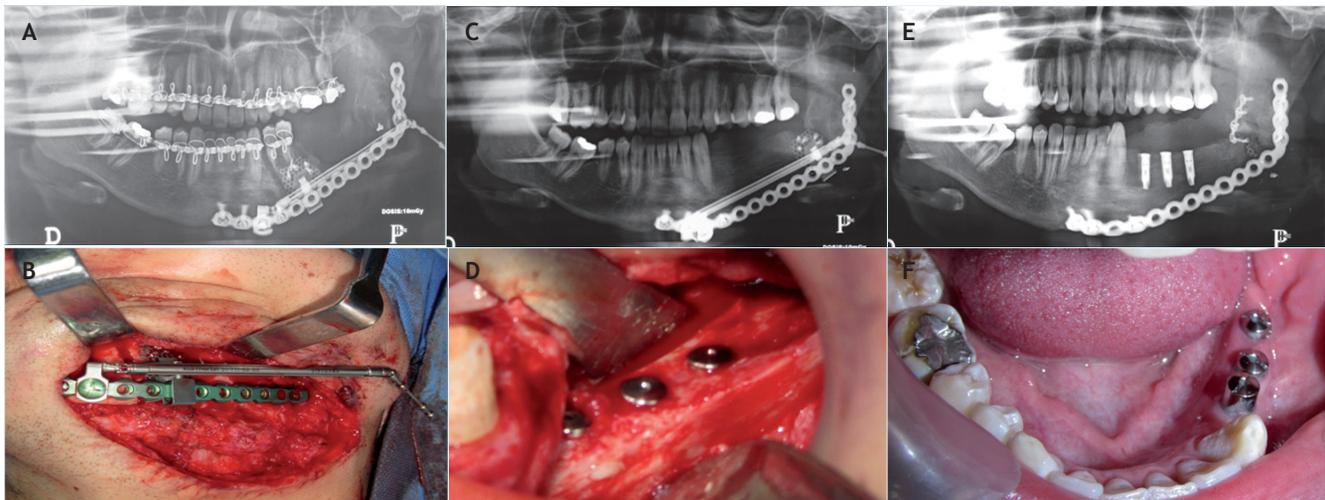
TOM. Paciente masculino de 19 años de edad con antecedente de trauma facial en combate, HPAF de alta velocidad en región mandibular izquierda. Fig. 3A. Radiografía postoperatorio inmediato de colocación de distractor para TOM, disco de transporte dientes 34 y 35. Fig. 3B. Fotografía intraoperatoria, colocación de distractor mandibular de 60 mm. Fig. 3C. Radiografía fin de distracción, ganancia de 50 mm. Fig. 3D. Fotografía intraoperatoria, evidencia de neoformación ósea, 3 implantes en posición. Fig. 3E. Radiografía postoperatoria, 3 implantes en posición con adecuado paralelismo, docking-site surgery. Fig. 3F. Fotografía intraoral, tornillos de cicatrización en posición.
